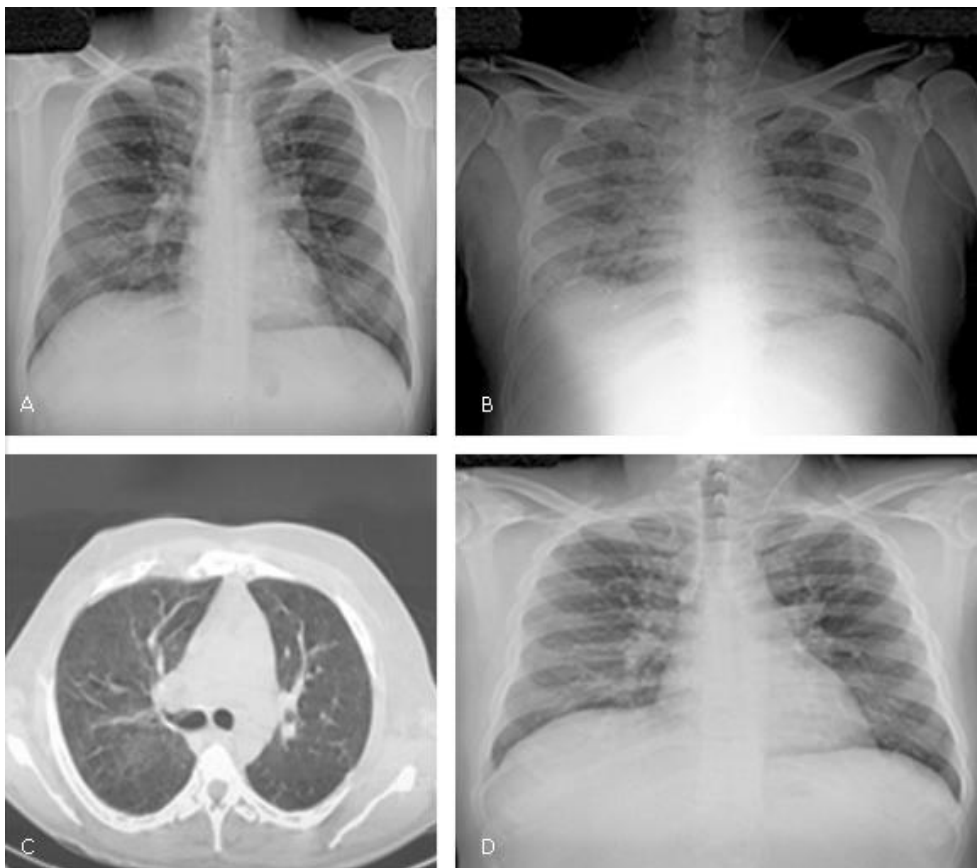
Radiografías de tórax inicial normal (1), durante el episodio de disnea que comenzó varios días después de iniciado el tratamiento antimicótico (2) en la que se observa un infiltrado reticulonodular intersticial difuso más evidente en el hemitórax derecho. En la radiografía de tórax después de la resolución de la disnea (4) se confirmó la desaparición de esas lesiones. Estas fueron también evidenciadas en una tomografía axial computarizada de tórax (3) durante el periodo en que tuvo disnea, en la que se observó un infiltrado intersticial difuso en forma de vidrio esmerilado.
